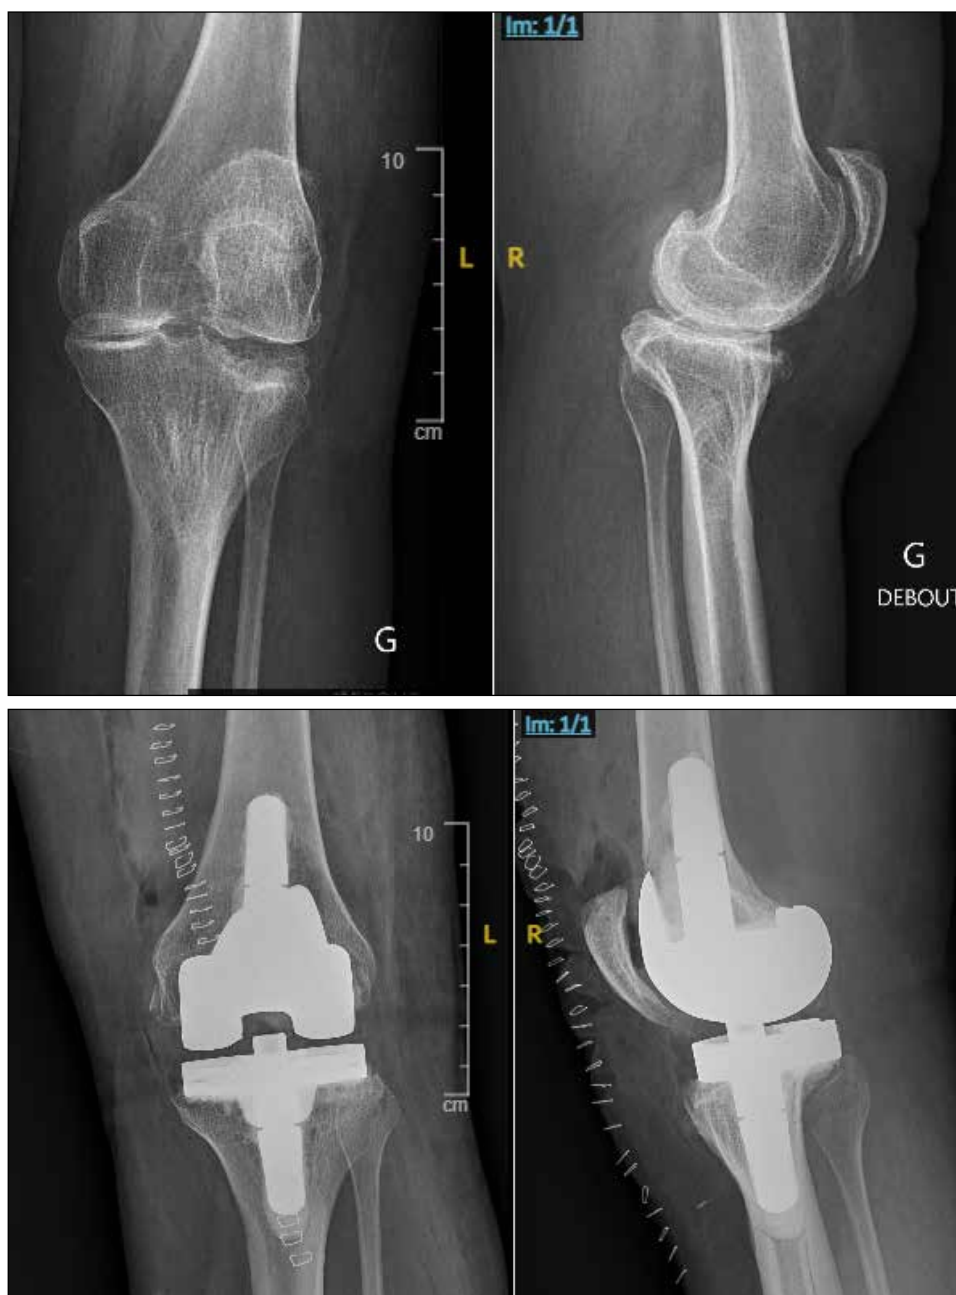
Bilan radiographique pré et post-opératoire immédiat d'une patiente de 45 ans, atteinte de poliomyélite. Quadriceps bien compétent. Marche en recurvatum de 15°. Correction d'une pente tibiale antérieure responsable d'un recurvatum clinique de 15° dans la coupe tibiale avant mise en place d'une PTG semi-contrainte.
